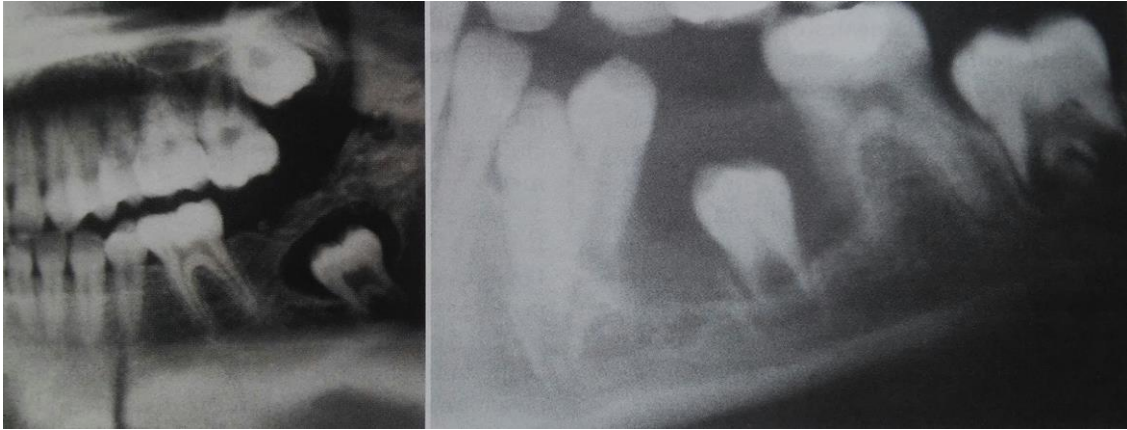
Quiste Dentígero. De izquierda a derecha. 1.- La radiografía muestra un molar no erupcionado de la hemiarcada inferior izquierda con una imagen radiolúcida circunscrita alrededor de la corona. 2.- Radiografía de un premolar con un quiste dentígero que produce desplazamiento de algunos de los dientes adyacentes. *Imagen extraída del libro de Patología oral y maxilofacial contemporánea. 2da Edición. Elsevier Mosby, Página 50.*
